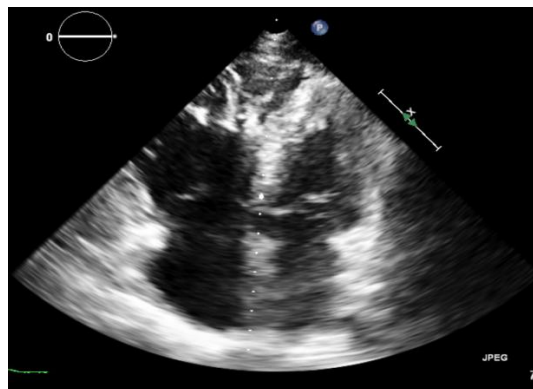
Эхокардиография пациента А., 46 лет, 4х камерная позиция, расширение и деформация правого желудочка
